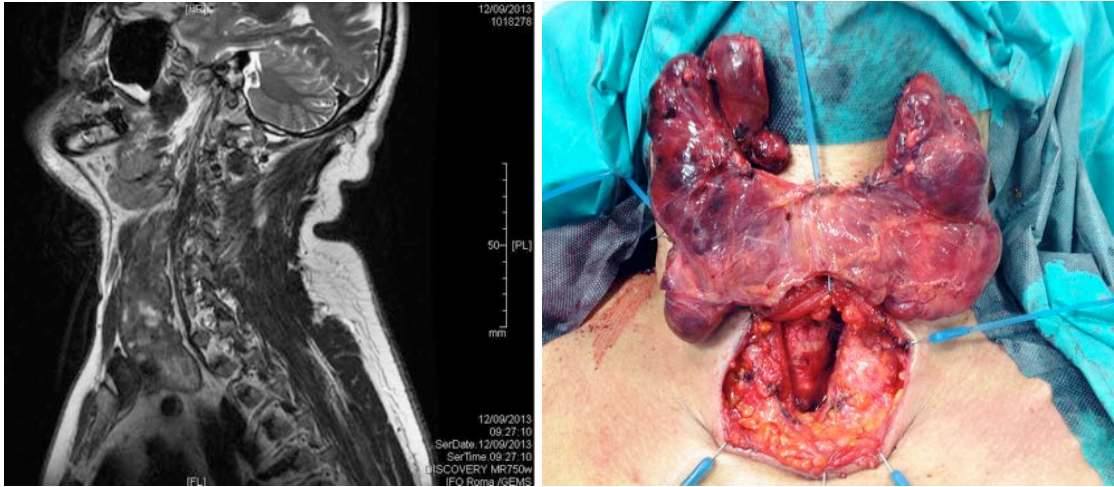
A-B: imaging documenta contatto tra manubrio sternale e Colonna vertebrale da parte di voluminoso struma tiroideo (RM con gadolinio ed obiettività intra-operatoria)
